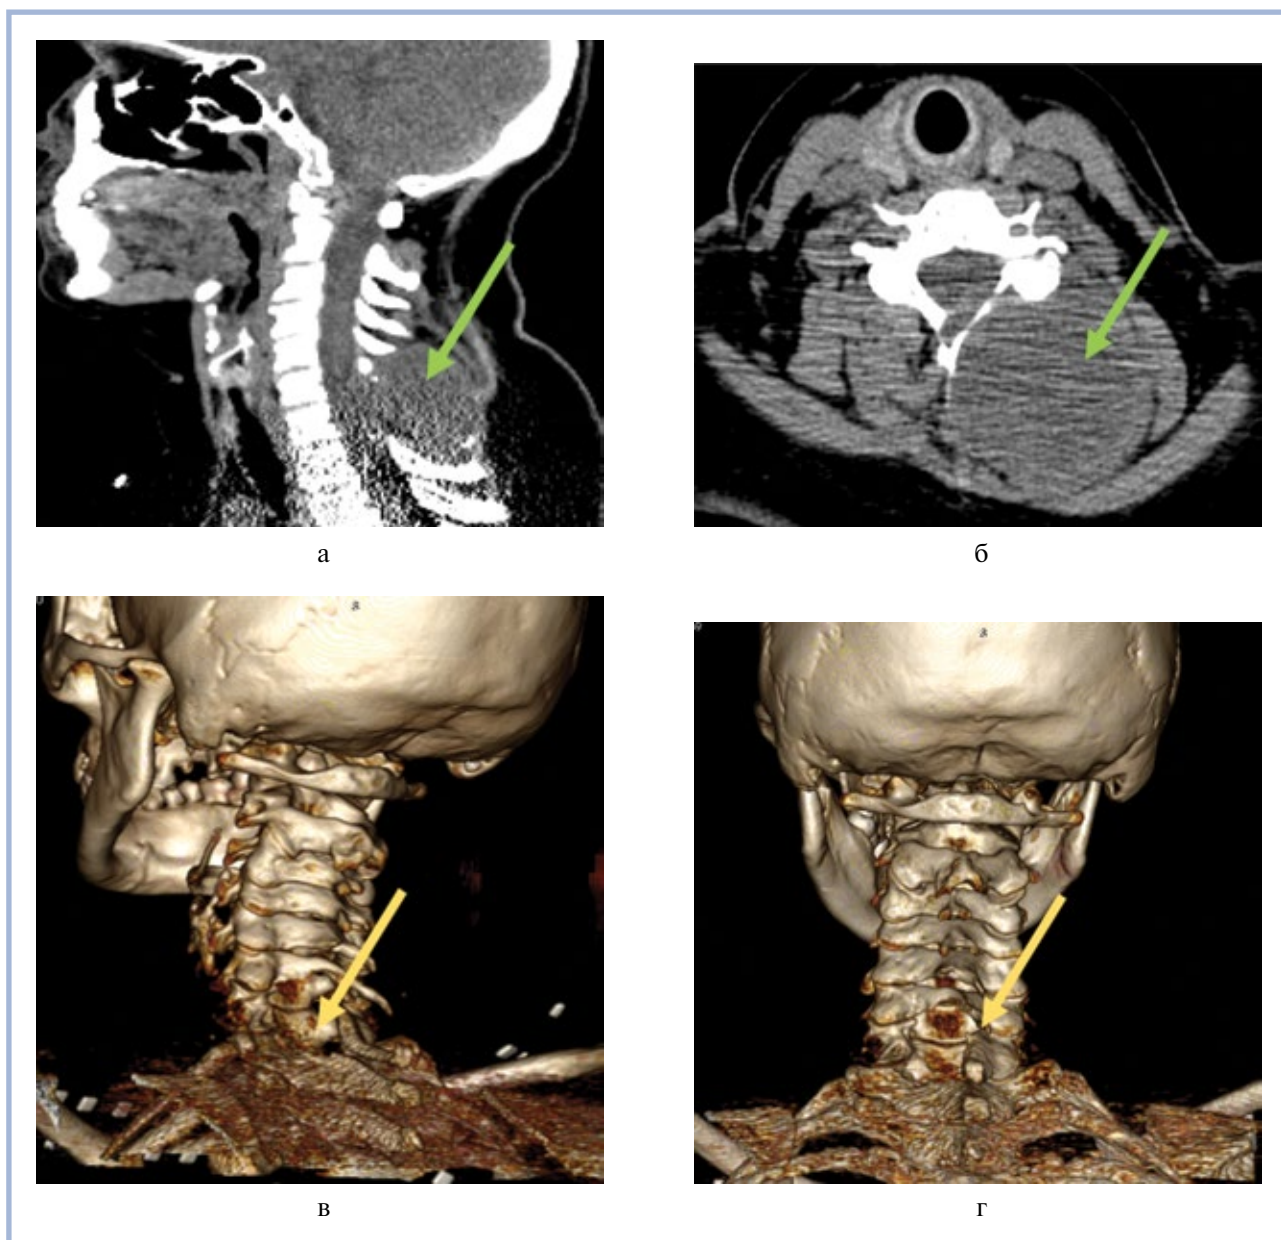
СКТ шейного отдела позвоночника.
